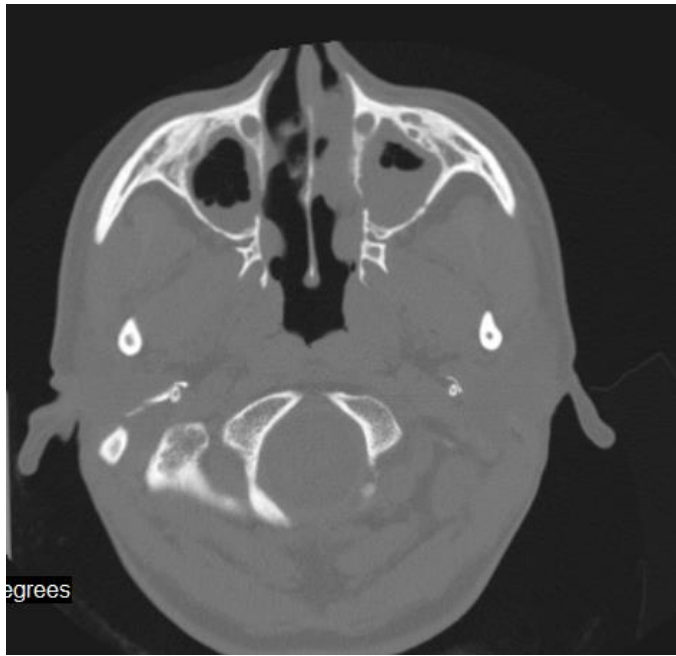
Tomografía de nariz y SPN de paciente incluida en el protocolo.
